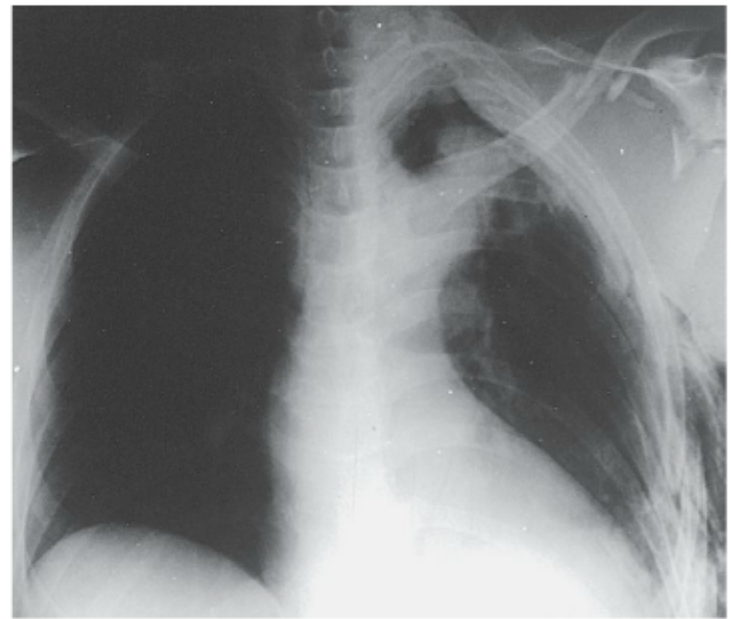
Radiografia de tórax mostrando um tórax flácido.
